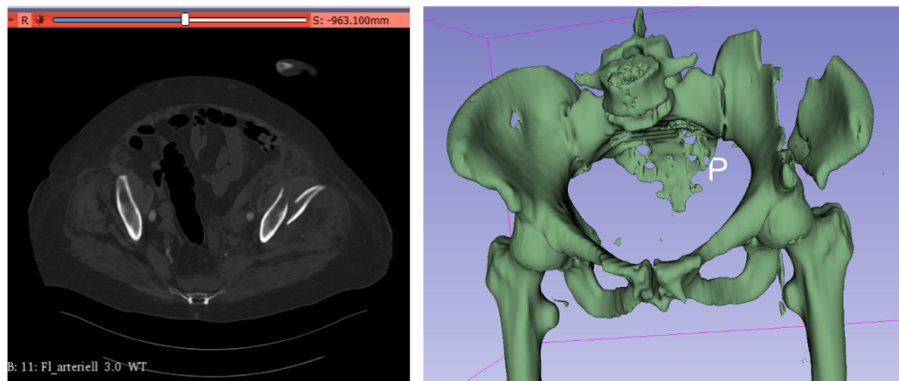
Beckenfraktur CT axial und 3D-Rekonstruktion
